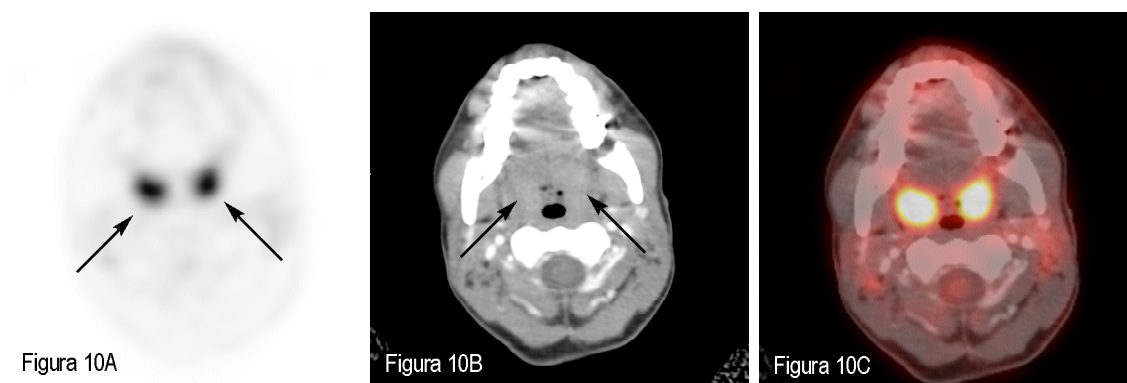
Paciente con LDCGB (ID 52) en la estadificación inicial. A: PET axial donde se observan focos de captación bilaterales en la región amigdalina (flechas). B: TC DA correspondiente en el que se observan ambas amígdalas palatinas con realce normal y tamaño mínimamente aumentado pero de forma simétrica (flechas). C: PET/TC DA donde se observa la hipercaptación correspondiente a captación fisiológica en las estructuras del anillo de Waldeyer, que se interpretó inicialmente como patológica.
